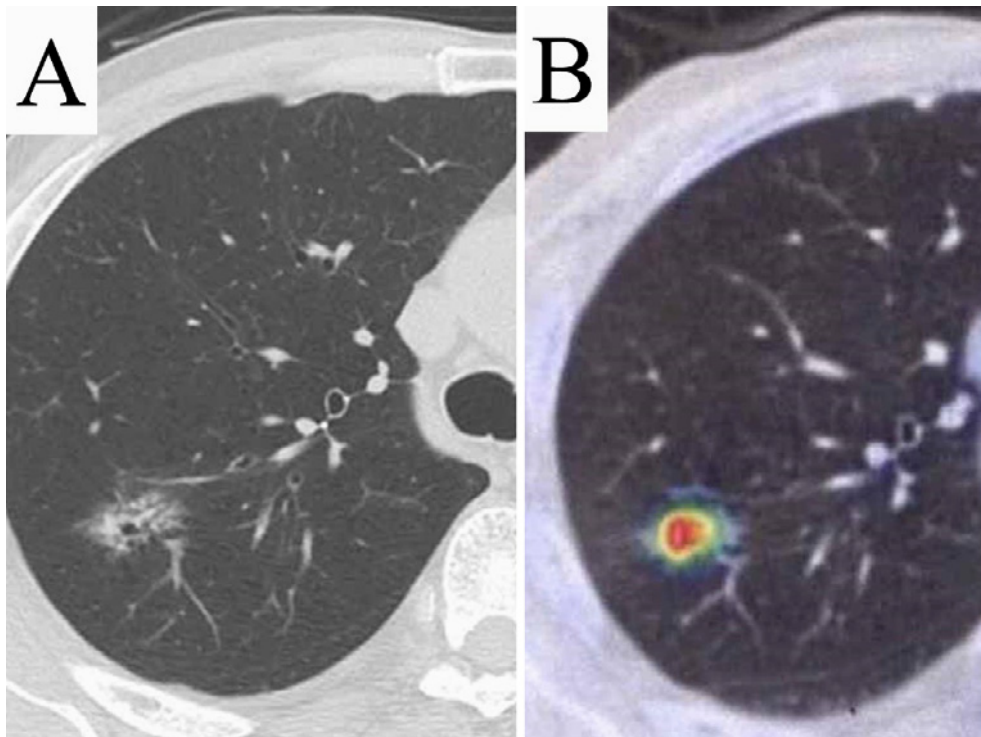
(A) Chest CT: A GGO lesion of 21 mm in size was observed in the right upper lobe. There was a solid lesion in the center. (B) FDG-PET/CT: FDG accumulation with an SUV-max of 5.2 was detected in the GGO lesion.
